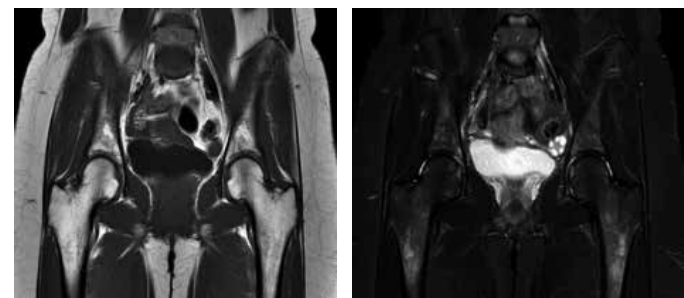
Ressonância Nuclear Magnética de Bacia realizada após 147 dias do início dos sintomas; corte coronal ponderado em T1 (A) e T2 (B), evidenciando melhora do sinal sugestivo de edema medular ósseo em colo e cabeça femoral bilateral.
